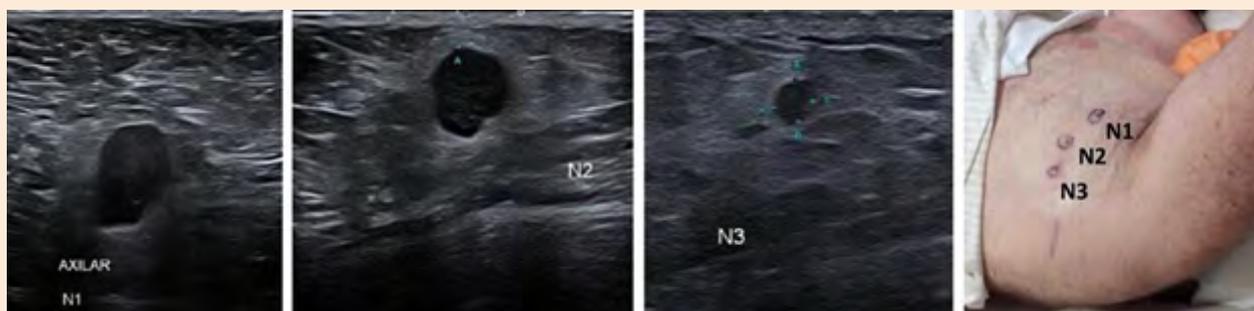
Imagens clínica de paciente com antecedente de melanoma em dorso e de ultrassonografia (24 MHz Modo B) para estadiamento local e locorregional com detecção e demarcação de lesões sólidas suspeitas para metástases em trânsito.
